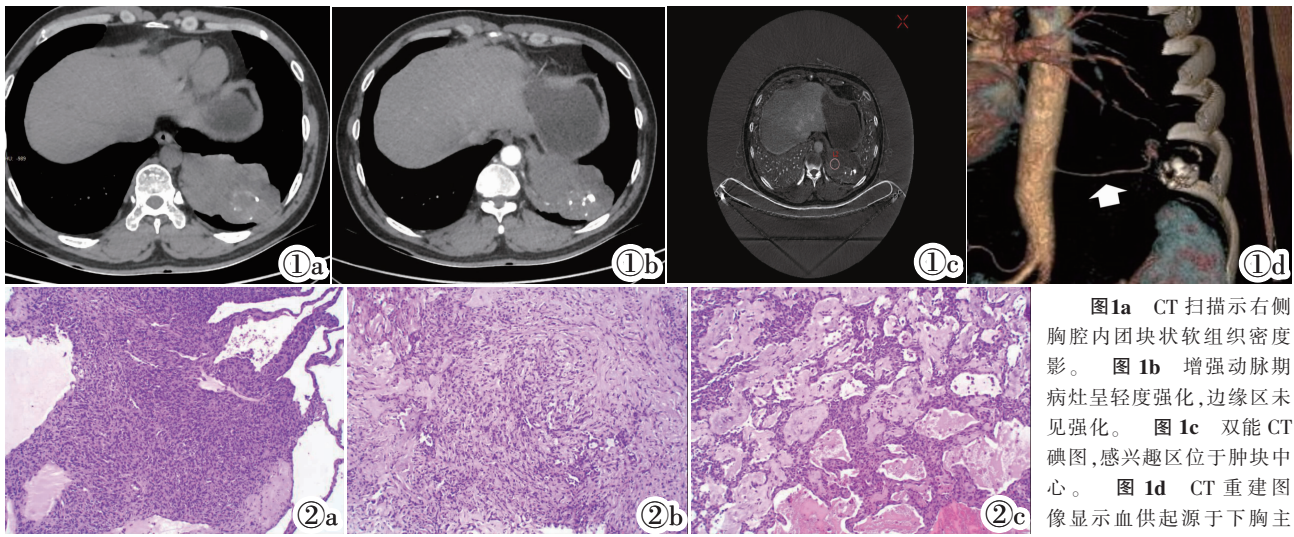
CT 扫描示右侧胸腔内团块状软组织密度影。图 1b 增强动脉期病灶呈轻度强化,边缘区未见强化。图 1c 双能 CT 碘图,感兴趣区位于肿块中心。图 1d CT 重建图像显示血供起源于下胸主动脉(箭头所示)。图 2a 短梭状及圆形的实性肿瘤细胞区域。图 2b 大部分区域显示纤维化。图 2c 可见血管和出血区。
